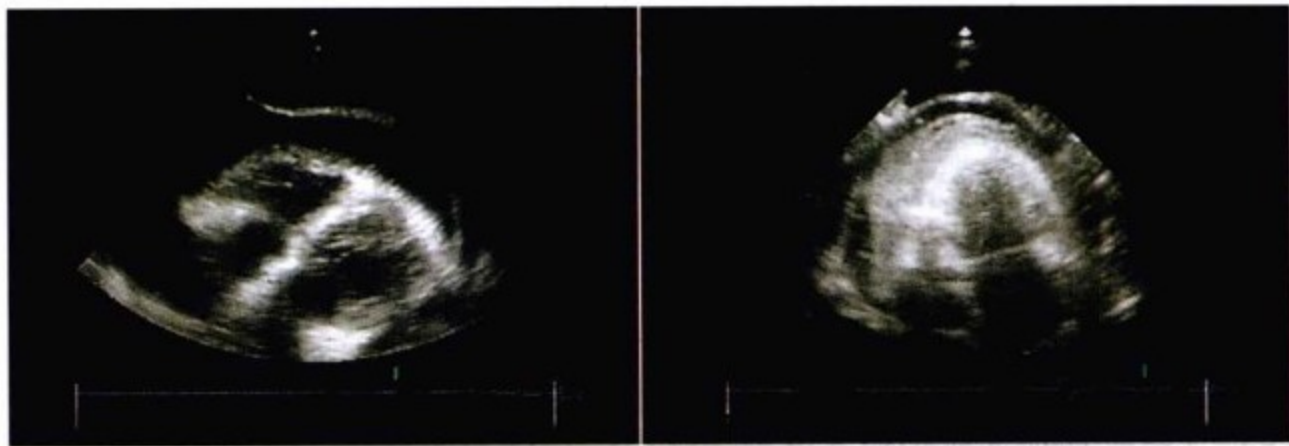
左图和右图为经胸超声心动图切面,分别显示心包穿刺放液前和放液时的状态。放液前,胸腔积液和心包积液均存在。穿刺放液时,因心外膜的创伤致心外膜外血块形成,血块呈强回声,因此可清晰显示。
